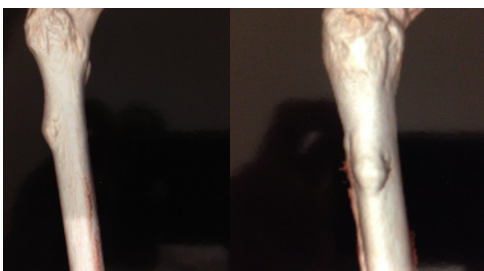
Im3genes tomogr3ficas del caso presentado, no nos ofrece m3s informaci3n que la radiograf3a simple.
